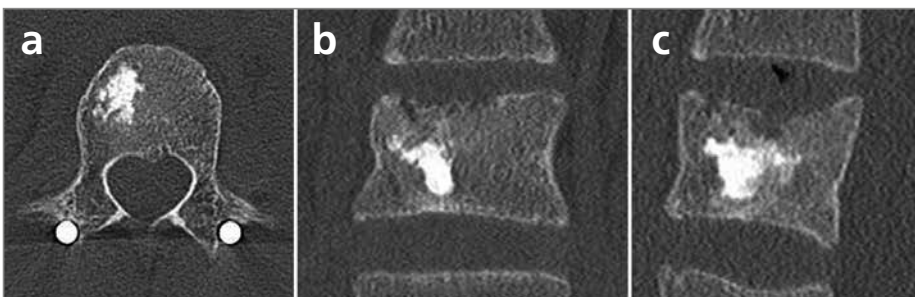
CT-Darstellung im Verlauf mit Bestätigung des nativradiologischen Befundes und guter Integration des Knochenersatzstoffes
